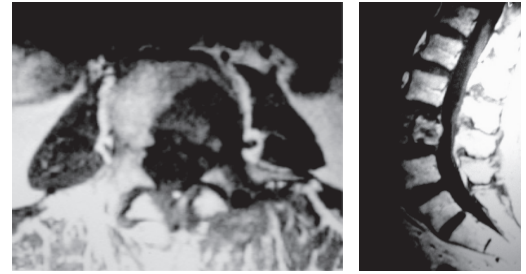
A ressonância nuclear magnética, por sua vez, demonstra com clareza o tumor.
